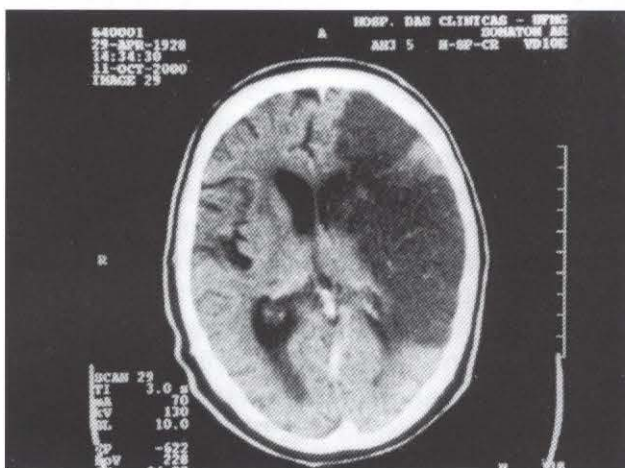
TC de crânio revelando grande infarto nas regiões fronto-têmporo-parietal esquerda.
